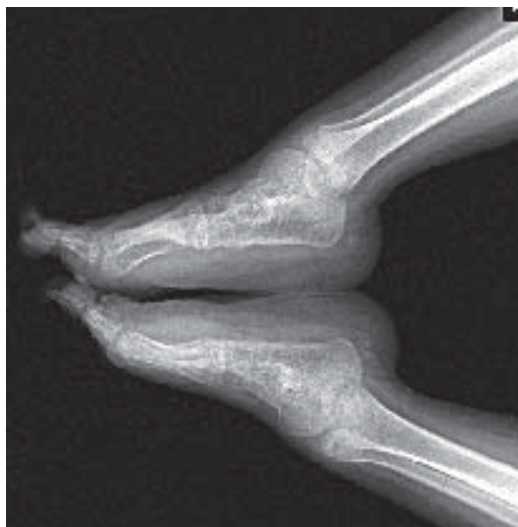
25. Picior plat. Radiografie
